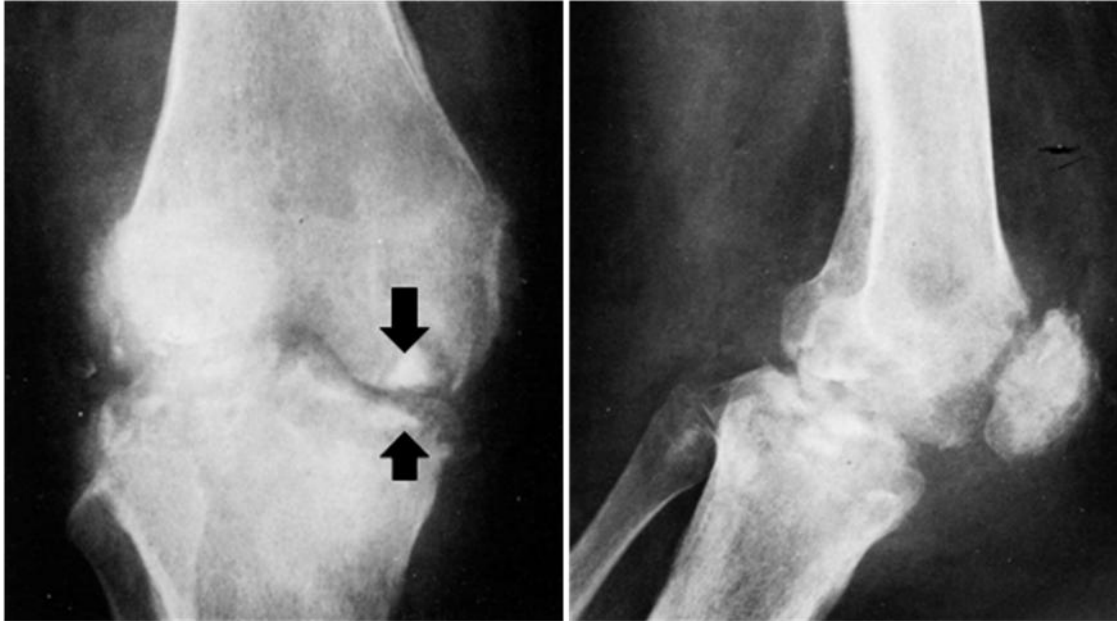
107. Radiografías AP y lateral de rodilla, paciente con artritis tuberculosa avanzada. Hay destrucción cortical extensa y dos secuestros en la porción lateral de la rodilla, uno en cada extremo de la articulación (flechas).
